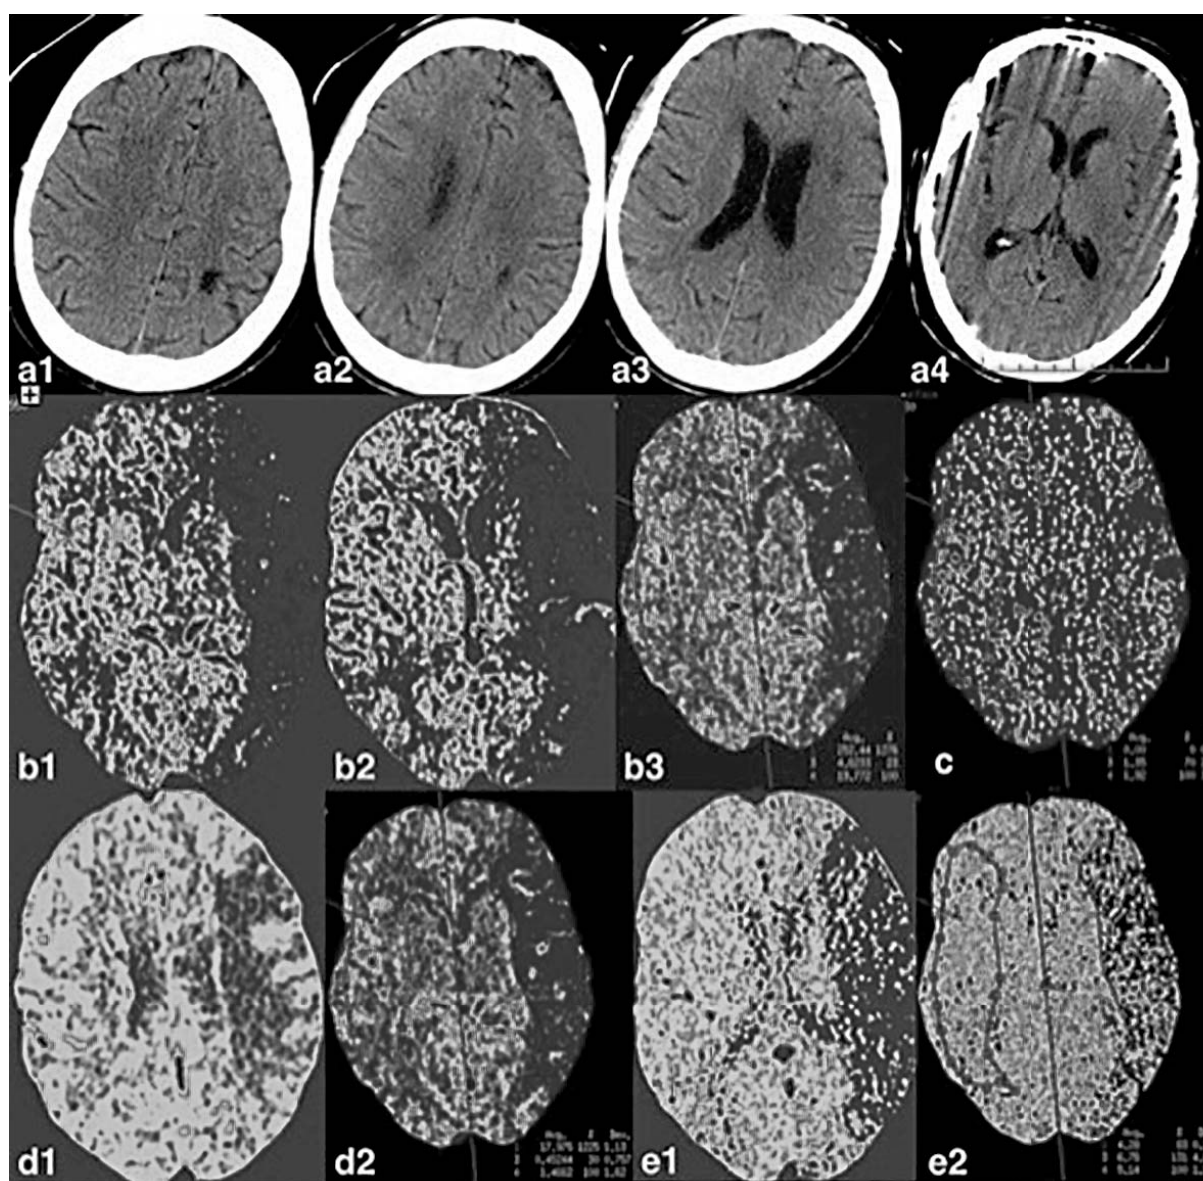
Datele imagistice în faza hiperacută. a1-a4 CT non-contrast – focare sechelare postischemice subcortical fronto-parietal pe stânga, modificări angiodegenerative, focare acute – nu se determină. Perfuzie prin CT, cu selectarea manuală a regiunii de interes pe stânga și crearea sectorului “în oglindă” în emisfera dreaptă. Parametri diminuati (nucleul infarctului) în bazinul de vascularizare ACM pe stânga: b1-b3 – fluxul cerebral sangvin, c – permeabilitatea barierei hemato-encefalice, d1-d2 – volumul cerebral sangvin, e1-e2 – timpul mediu de tranzit crescut pe stânga
